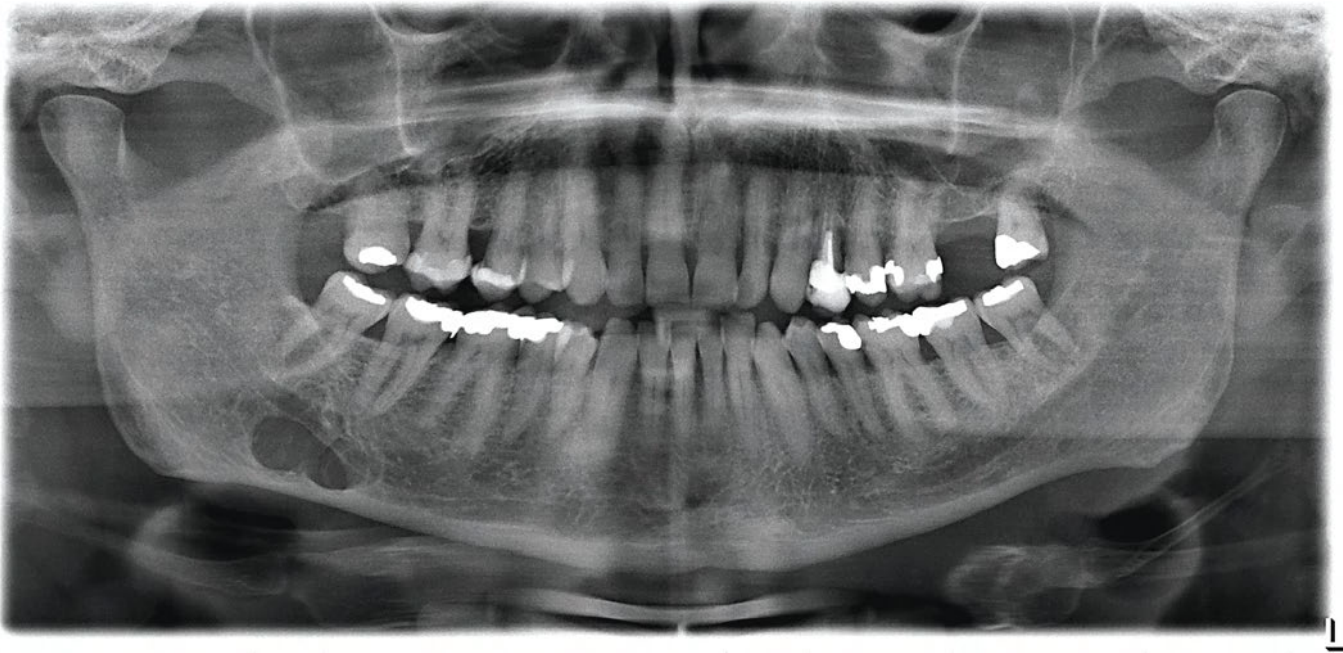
Orthopantomografie bei Erstuntersuchung: unklare mehrkammerige Läsion im Bereich des rechten Kieferwinkels mit Verdrängung aber auch Überschreiten des Mandibularkanal nach kranial
